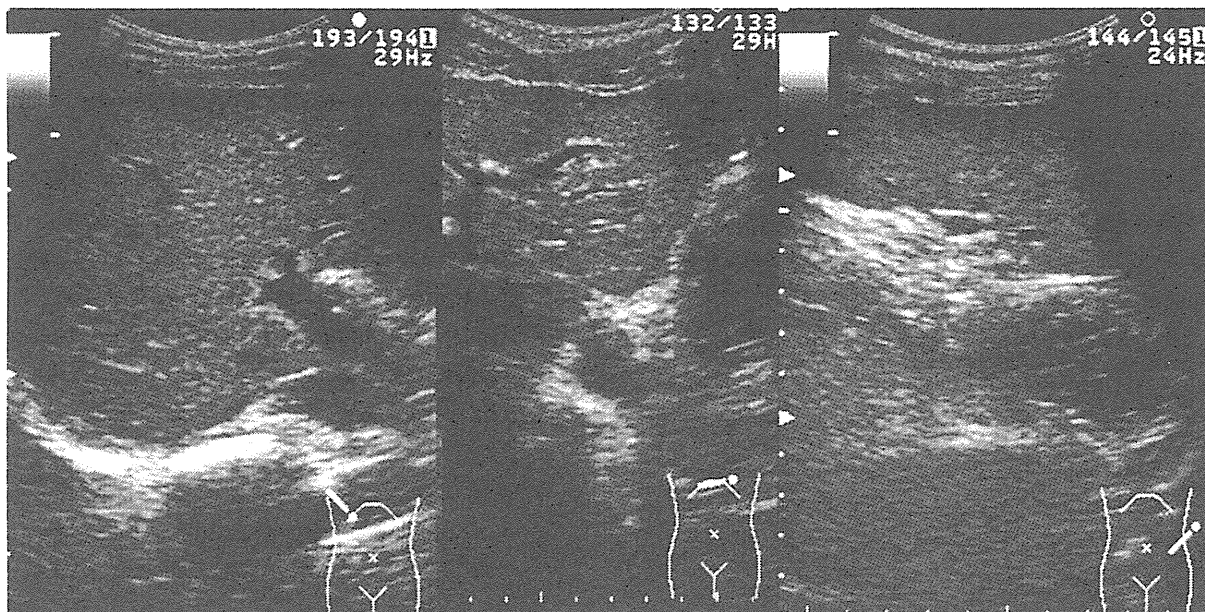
Abdominal ultrasound image obtained on his 2nd hospital day of case 1. The image showed no dilation of the intrahepatic/extrahepatic bile duct and moderate degree of enlarged spleen; thus suggesting that obstructive jaundice was unlikely.
